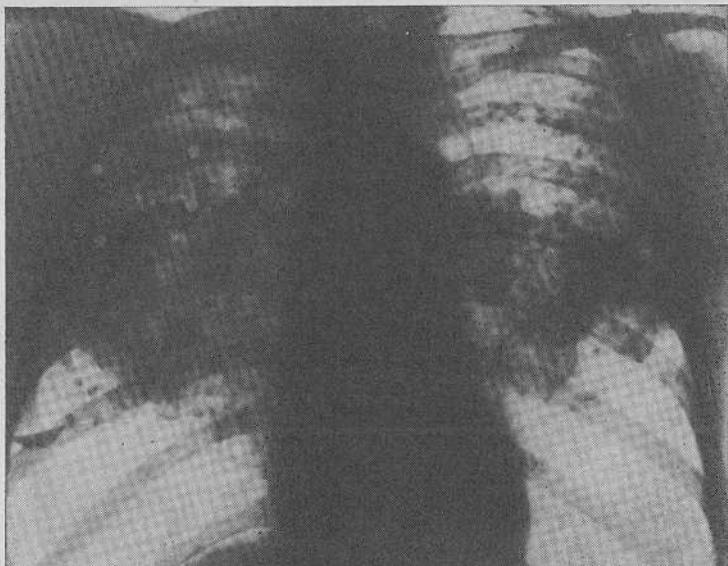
Силикотуберкулез. Рентгенограмма.
